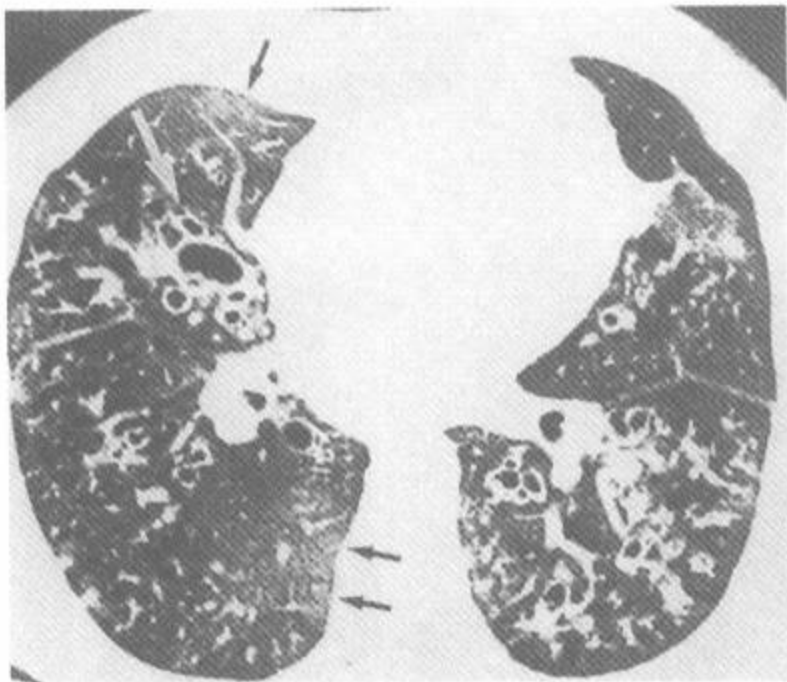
过敏性支气管肺曲霉菌病所致的静脉曲张状支气管扩张的 HRCT
